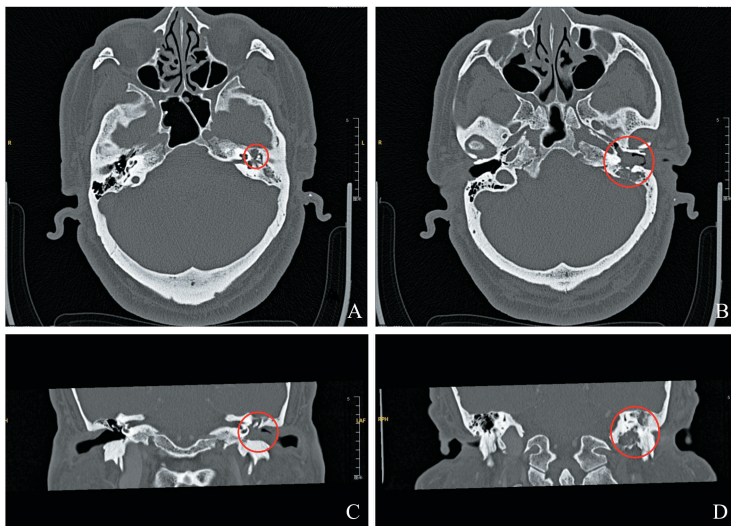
颞骨 HRCT 提示左侧鼓室及乳突占位,范围自上鼓室至茎乳孔(红色圆圈)
